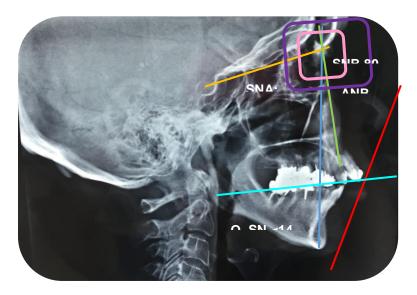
Radiografía lateral de cráneo. Protrusión dentoalveolar maxilar, estrechez de vía aérea a nivel de orofaringe.
